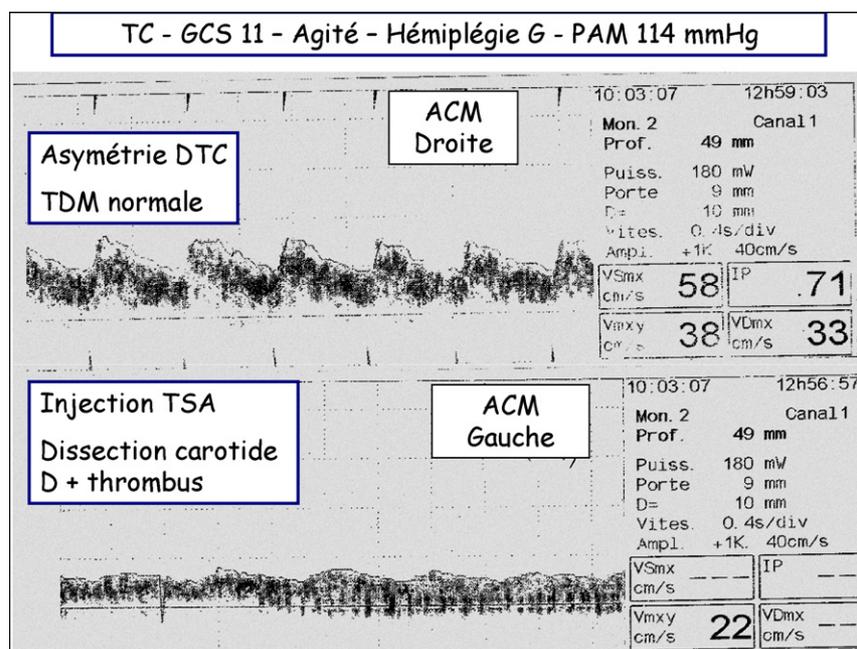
Exemple d'un tracé doppler transcrânien asymétrique. Enregistrement doppler d'une dissection carotidienne gauche traumatique. Le tracé doppler est asymétrique, la TDM cérébrale est normale, la TDM injectée montre une sténose carotidienne (hématome disséquant).
